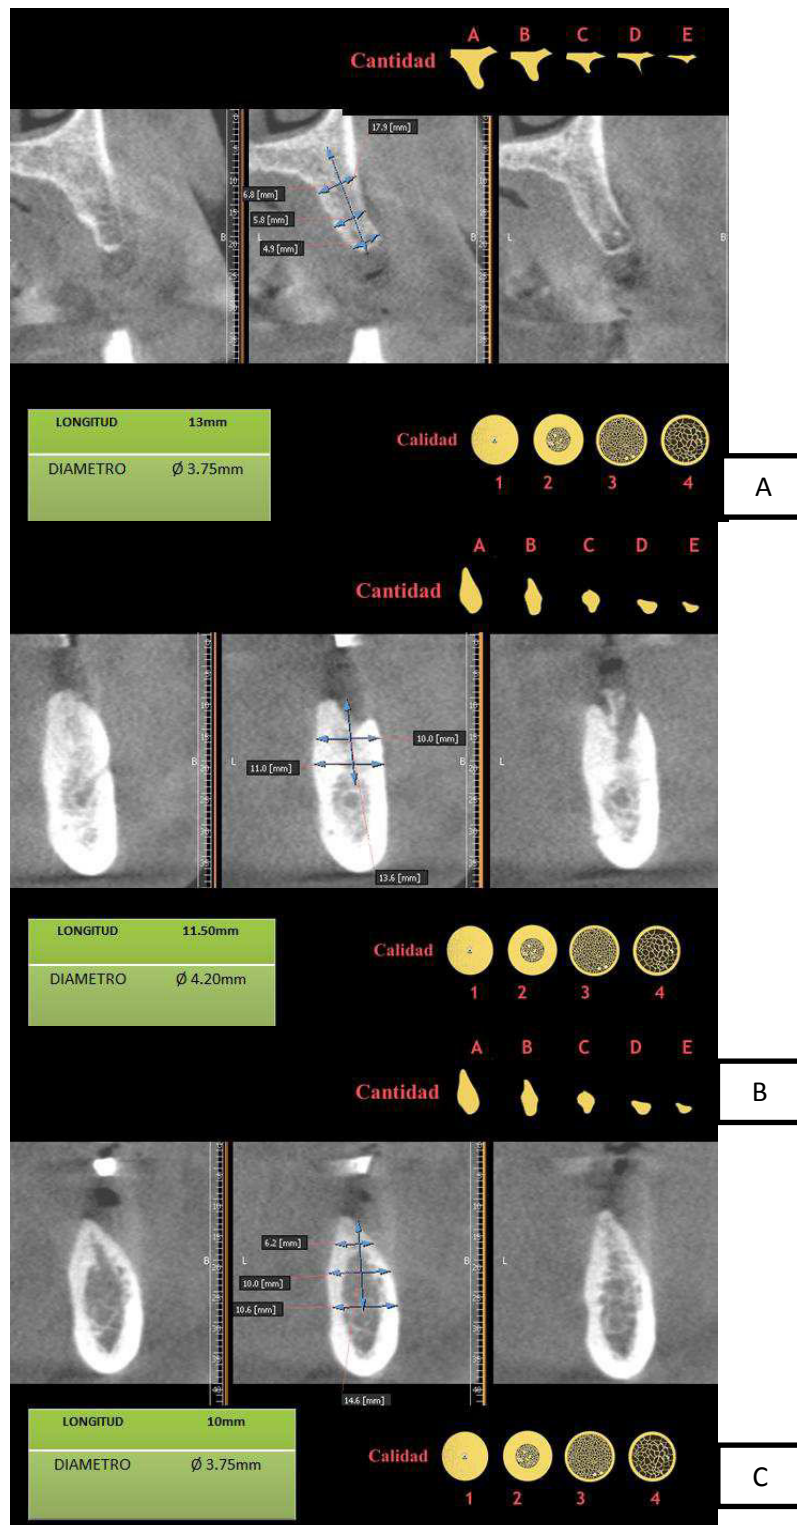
evaluación del corte tomografico, clasificación ósea de Lekholm y Zarb y clasificación de Mish. 24 A para el implante en la posición de la pza. 1.1 longitud propuesta 16mm diámetro 3.75mm. 24B para el implante en la posición de la pza. 1.2 longitud propuesta 13mm diámetro 3.30mm. 24C para el implante en la posición de la pza. 2.2 longitud propuesta 13mm diámetro 3.30mm.
